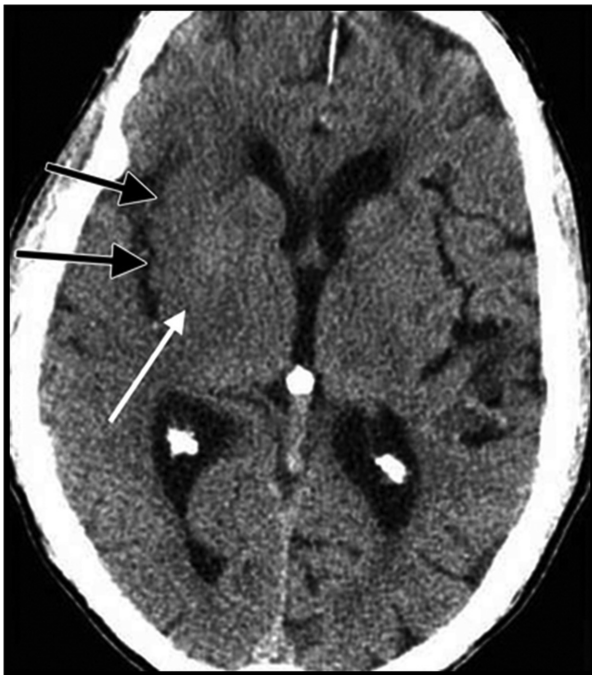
Нативная КТ головного мозга. Цитотоксический отек островковой области коры головного мозга справа (стрелки)
